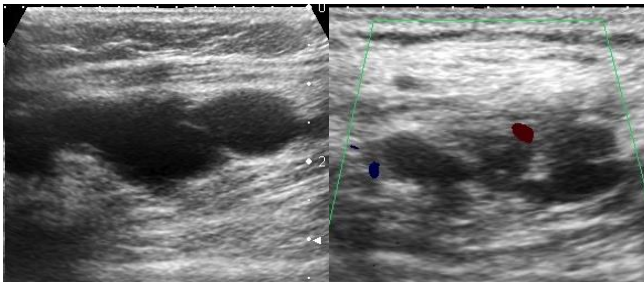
Malformación vascular venosa. Izquierda: Ecografía modo B muestra agrupación de dilataciones vasculares. Derecha: Ecografía Doppler muestra escasa señal vascular en su espesor, prácticamente ausente, correspondiendo a malformación de bajo flujo.
